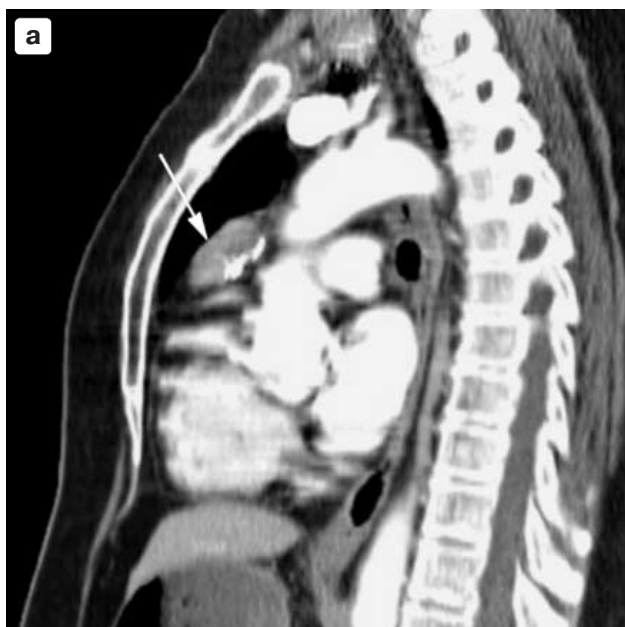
Больная Д., 63 года. Мультипланарные реконструкции в сагиттальной плоскости при КТ переднего средостения: а – мультиспиральная КТ; б – спиральная КТ – МПР. Стрелкой указана тимома.
